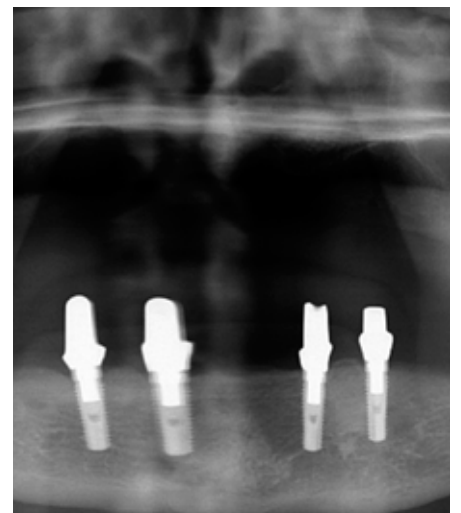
Röntgenologische Kontrolle 18 Monate nach Implantatinsertion.
